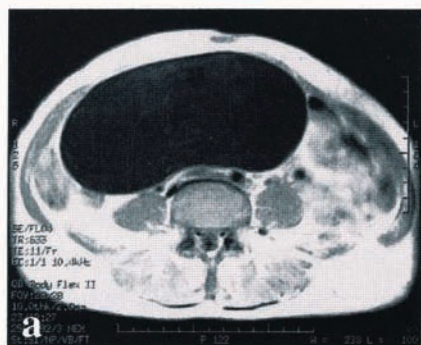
腹部 MRI 所見。T1 強調横断像 (a) で低輝度，T2 強調矢状断像 (b) で高輝度を呈し，臍上に達する嚢胞性病変を認める。内容は均一で，壁の肥厚，隔壁，充実部分は認められない。
